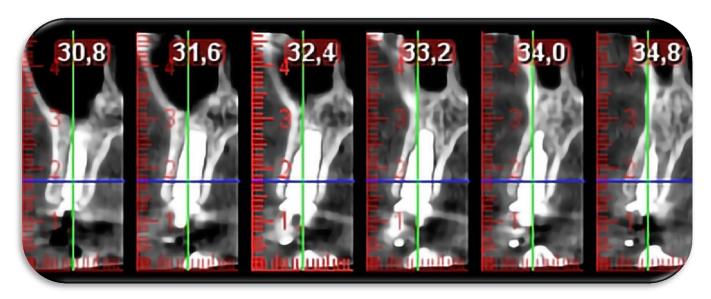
Controllo radiografico CBCT a 5 mesi dalla, è apprezzabile il mantenimento dei tessuti duri alveolari perimplantari e la presenza di entrambe le corticali completamente conservate.
